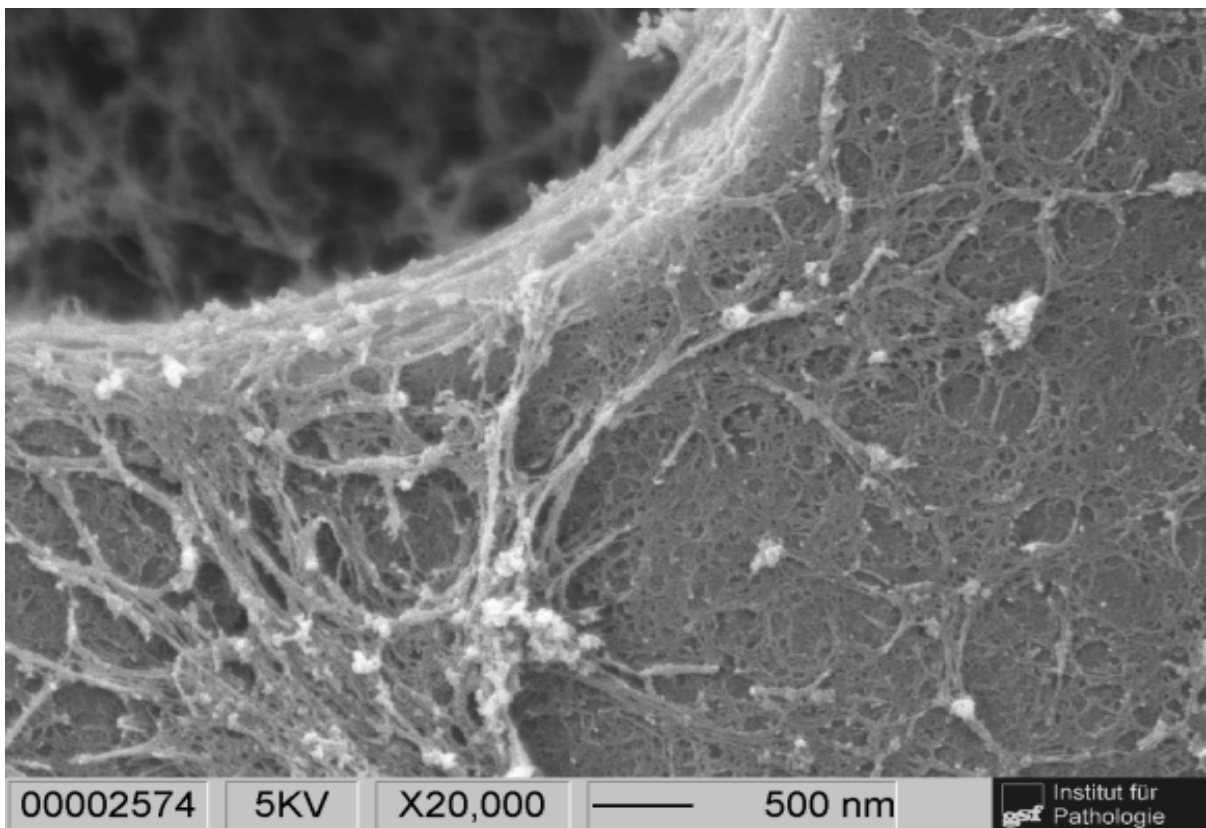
PET-Membran mit ECM ohne Medium und ohne Zellen (REM, x20.000)
